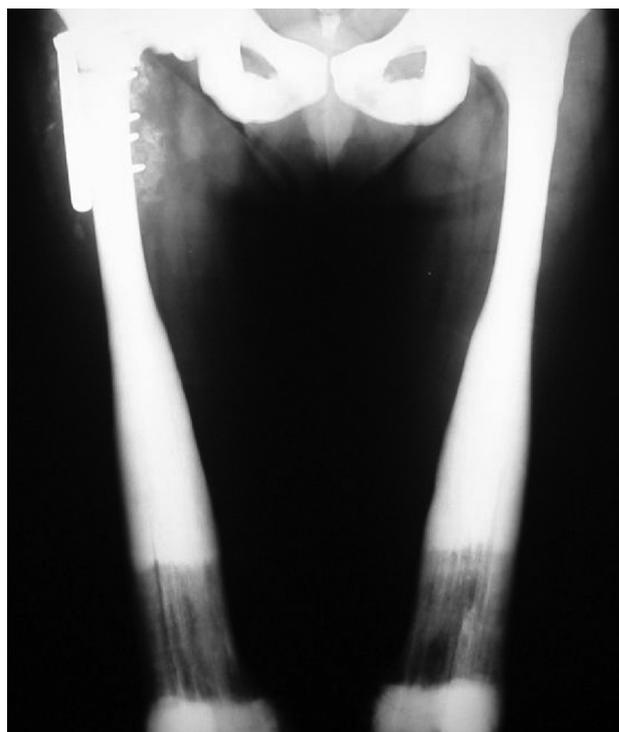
Radiografía de ambos fémures. En el derecho se observa fijación con placa metálica por fractura en el tercio proximal (este tipo de densidad produce fracturas frecuentes); los tercios distales aún no muestran datos francos de osteopetrosis.
